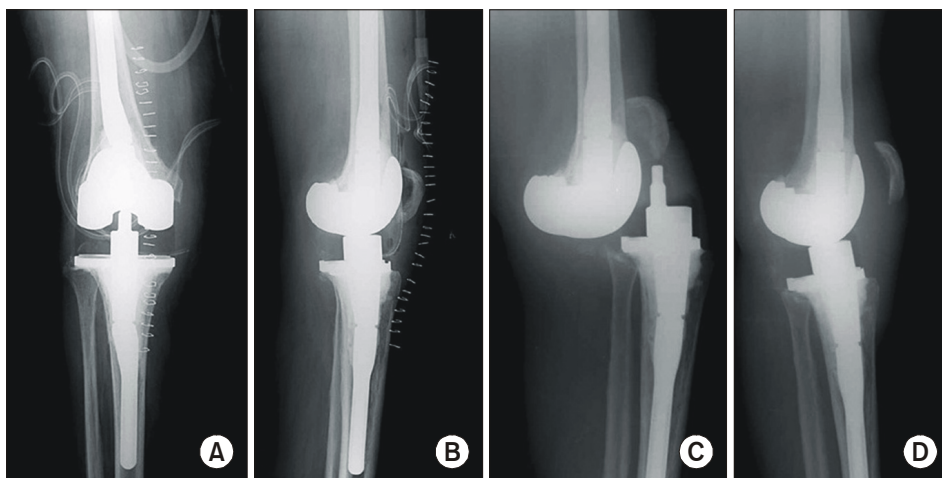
(A, B) The immediate postoperative radiographs after revision total knee arthroplasty showing good alignment and no patellar alta. (C) The radiograph at 5 months post-operatively showed an anterior dislocation of the knee. (D) The radiograph after the reduction of the knee showed patella alta.
